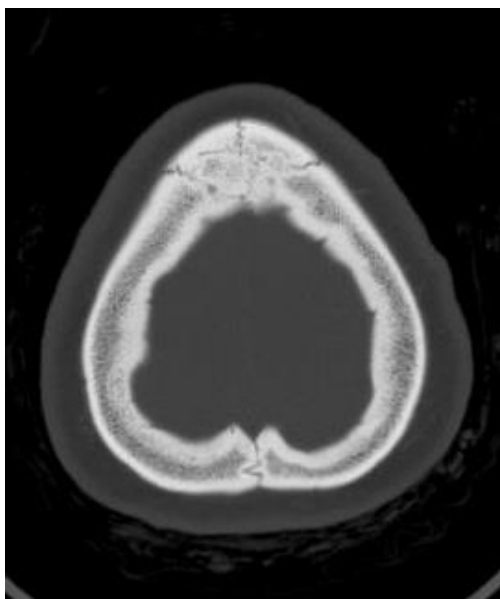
КТ черепа женщины 49 лет, аксиальная плоскость (а) и 3-D реконструкция (б). Брегматическая кость расположена между теменными костями (стрелка), передний край ее не доходит до венечного шва.
